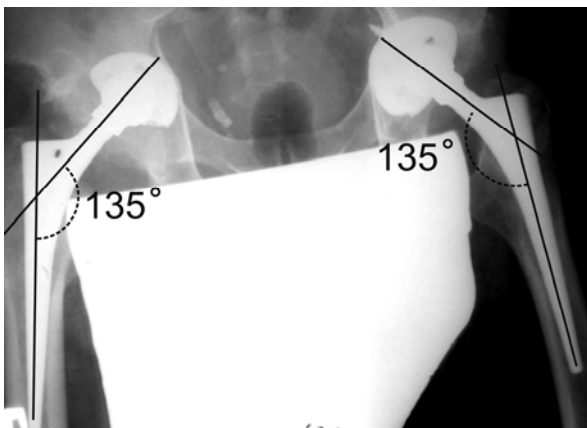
Рентгенограма обох стегнових кісток хворого Б. при надходженні в ЦТО, через 1,5 року після первинного ендопротезування правого кульшового суглоба
